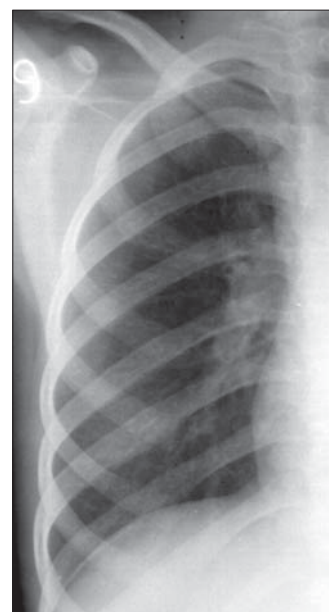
Radiografie toracică PA detaliu. Arteră și bronșie radiografiate în axul longitudinal (ortoröntgenograd).
